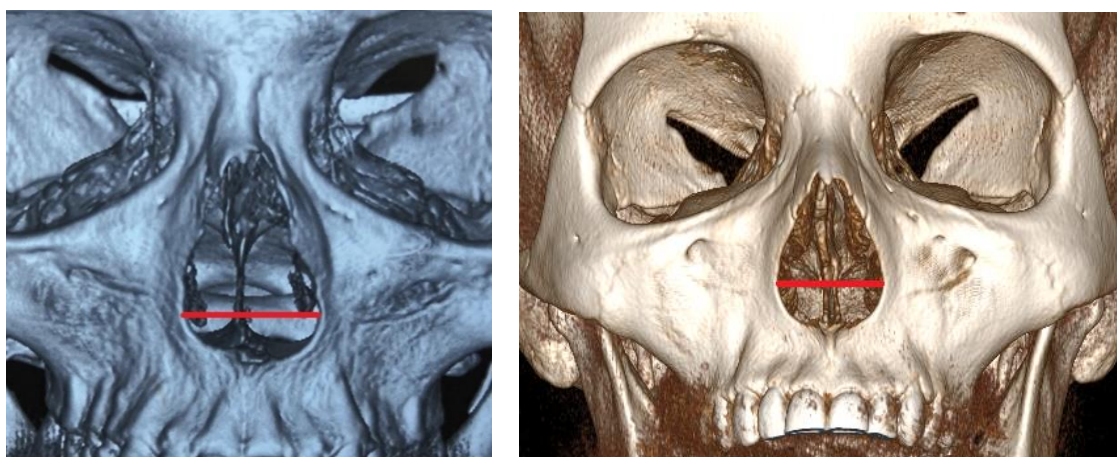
3D томограммы разного расположения максимальной ширины грушевидного отверстия в зависимости от его формы
